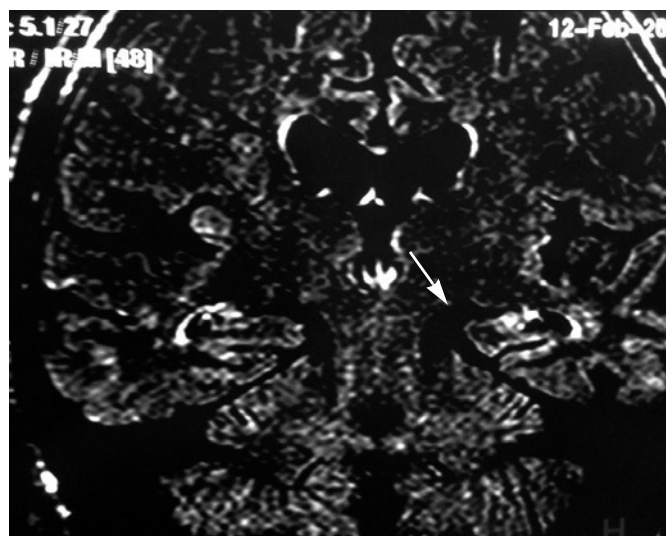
МР-томограмма головного мозга с мезиальным темпоральным склерозом слева.
